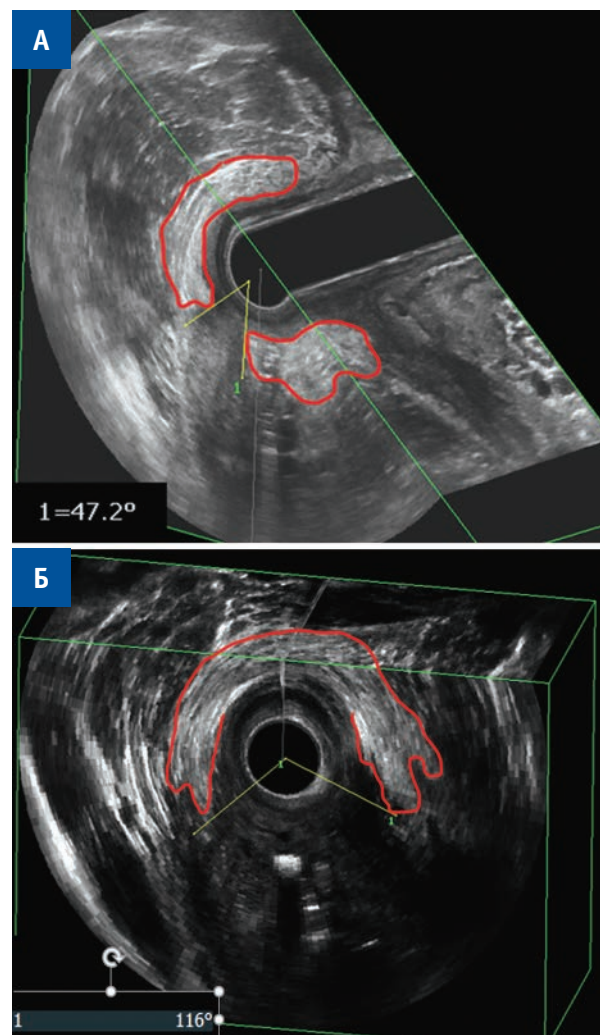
Эхограмма 3D ЭРУЗИ, комбинированные сечения. А — аксиальная и сагиттальная плоскость, дефект НАС 47 градусов. Б — аксиальная и коронарная плоскость, дефект НАС 116 градусов. Красная линия — контуры неизмененного НАС.
